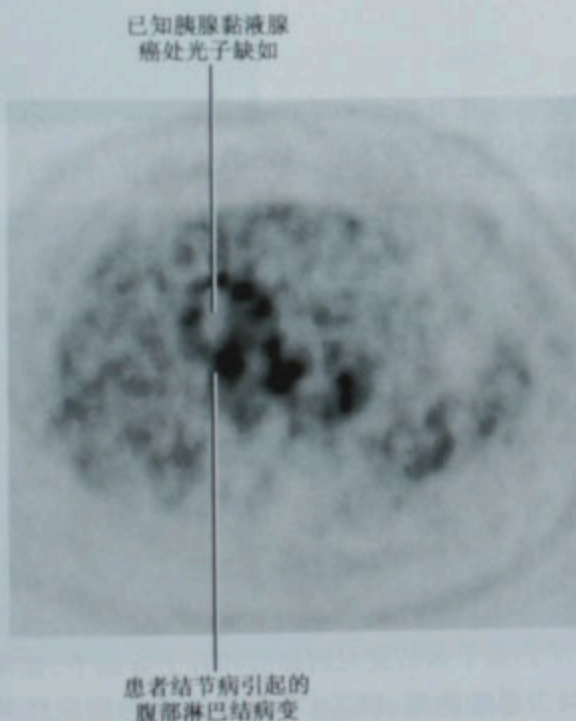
胰腺黏液腺癌患者胰头水平处 PET 横断面图像,黏液性肿瘤在 PET 图像上可表现为不同的放射性活度,对这类肿瘤的敏感度有限
